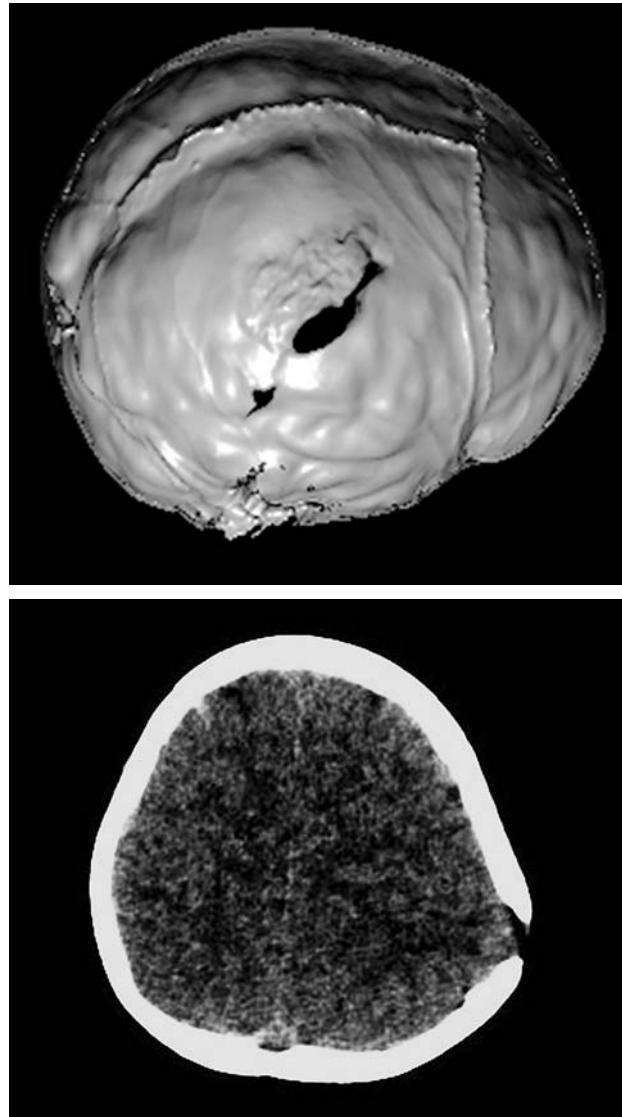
МСКТ головного мозга ребенка Т.
